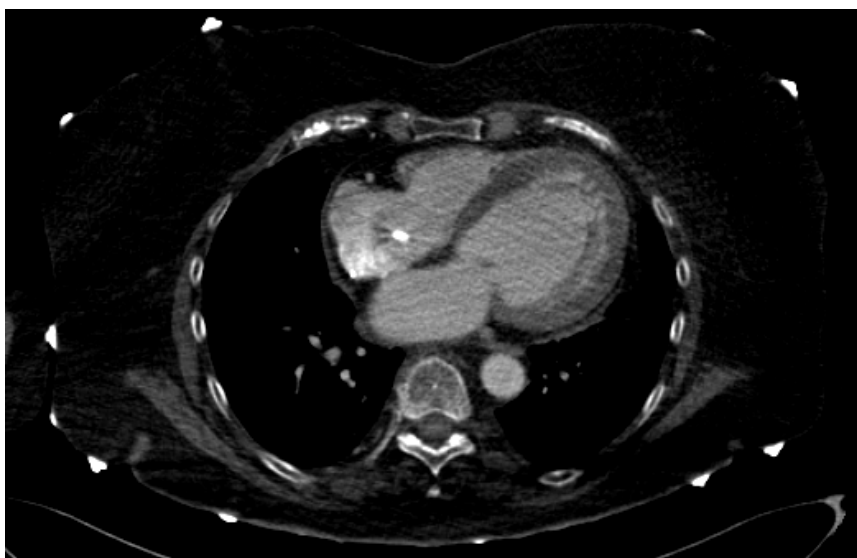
Контрастирование камер сердца при КТ
